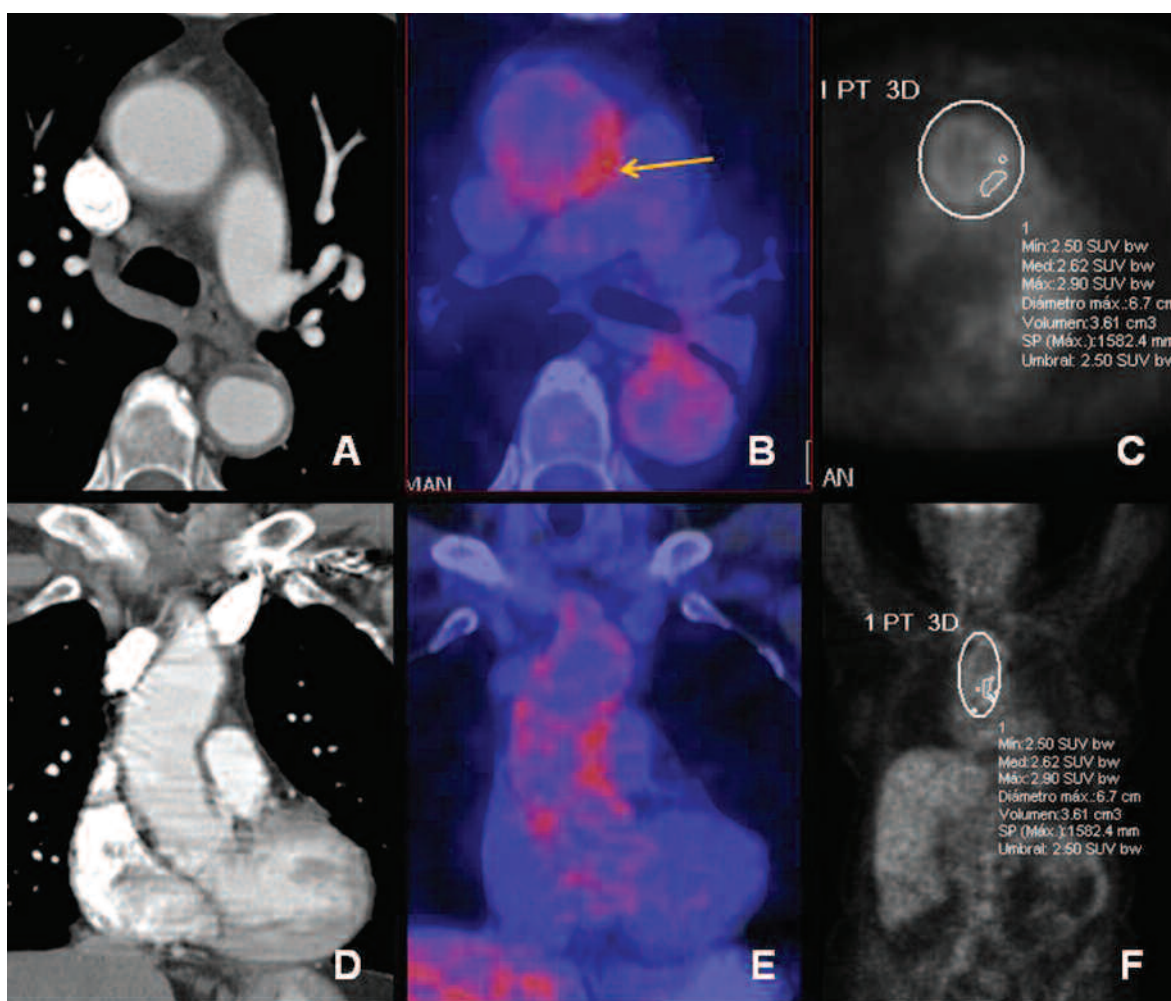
FOD: arteritis de células gigantes. (a) y (d) TC multislice contrastada, planos axial y coronal, que muestra engrosamiento difuso de las paredes de la aorta ascendente y descendente. (b) y (e) 3D Fusión PET-TC con acentuación de la actividad metabólica en las paredes de ambas. (c) y (d) PET, planos axial y coronal con medición de SUV máx. en el área de mayor actividad (sector posterolateral izquierdo de la aorta ascendente) con valor de 2,90.
